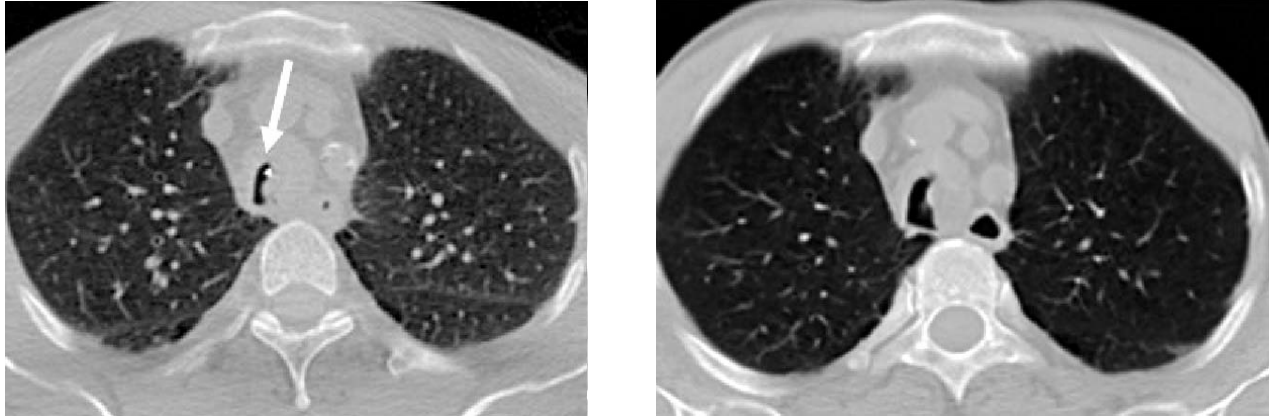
Imágenes de TC que muestran una estenosis traqueal con el catéter aplicador colocado (izquierda) y el mismo paciente tras 3 sesiones de tratamiento (derecha).
